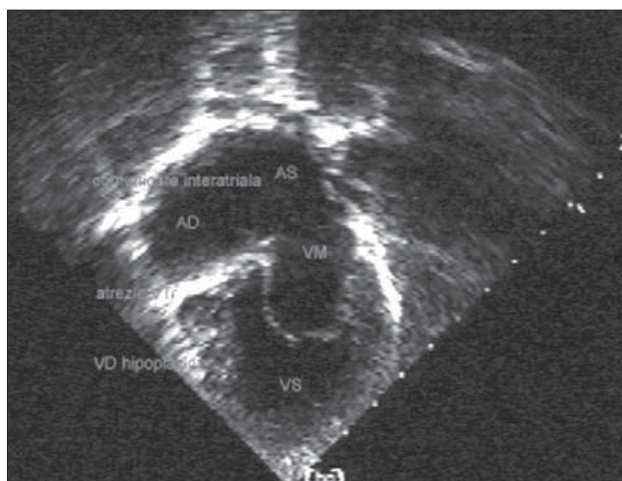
Atrezie de valvă tricuspidă. Secțiune apical 4 camere. VD hipoplazic. Comunicare interatrială. Stenoză de arteră pulmonară.
